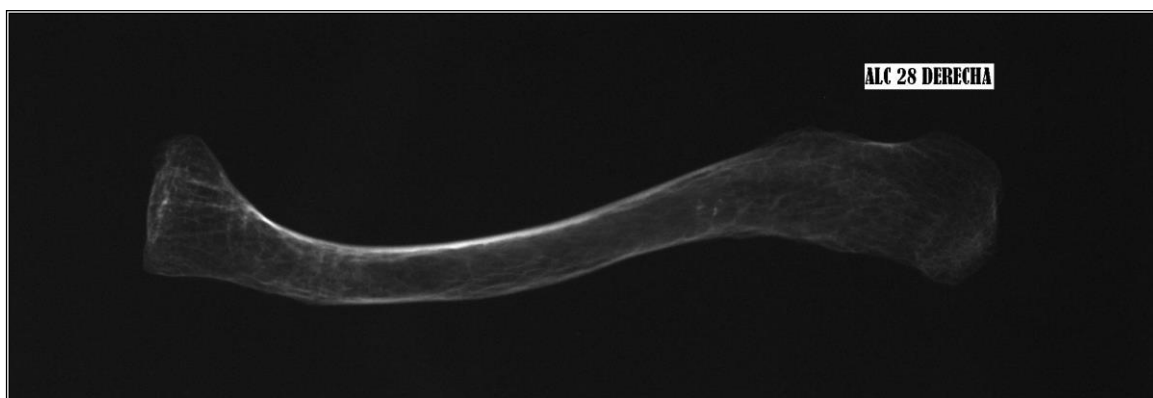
Radiografía de clavícula derecha. Mujer de 89 años.
